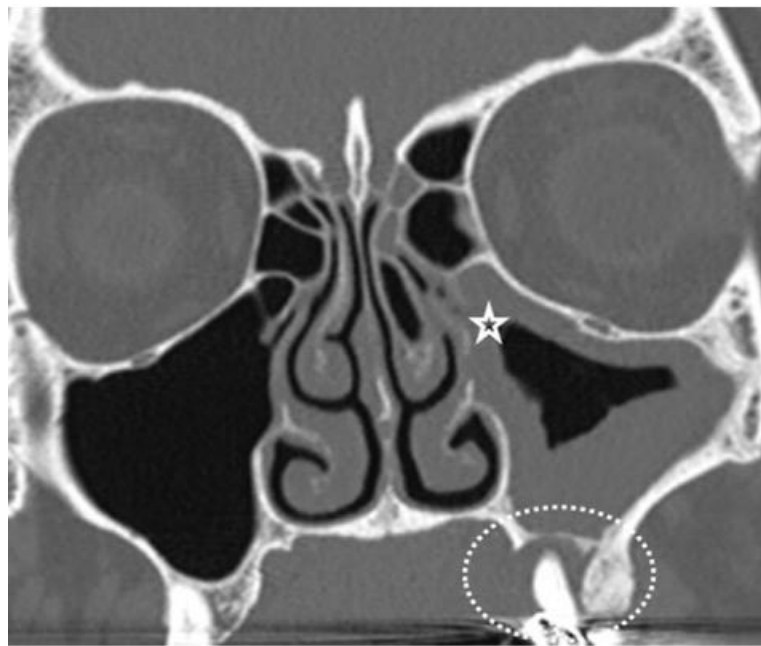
TDM sinusienne : Il y a une opacification subtotale du sinus maxillaire gauche avec obstruction du complexe ostioméatal gauche (étoile blanche). Un léger épaissement muqueux peut aussi être observé dans les cellules antérieures de l'ethmoïde. Le plancher du sinus est aminci, surélevé et perforé (ovale en pointillés blancs) [61]
